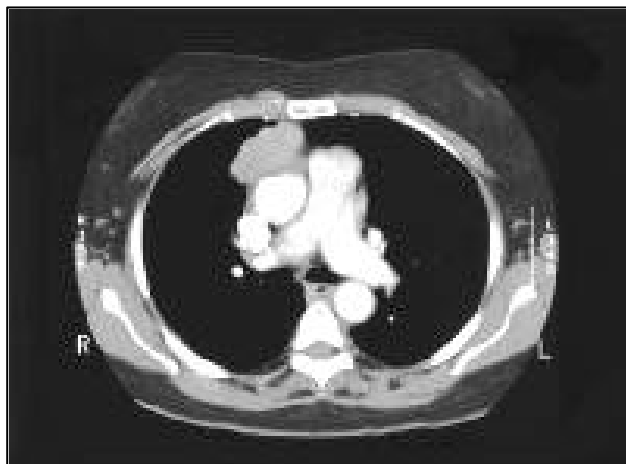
La TAC muestra una masa en mediastino anterior compatible con timoma.
